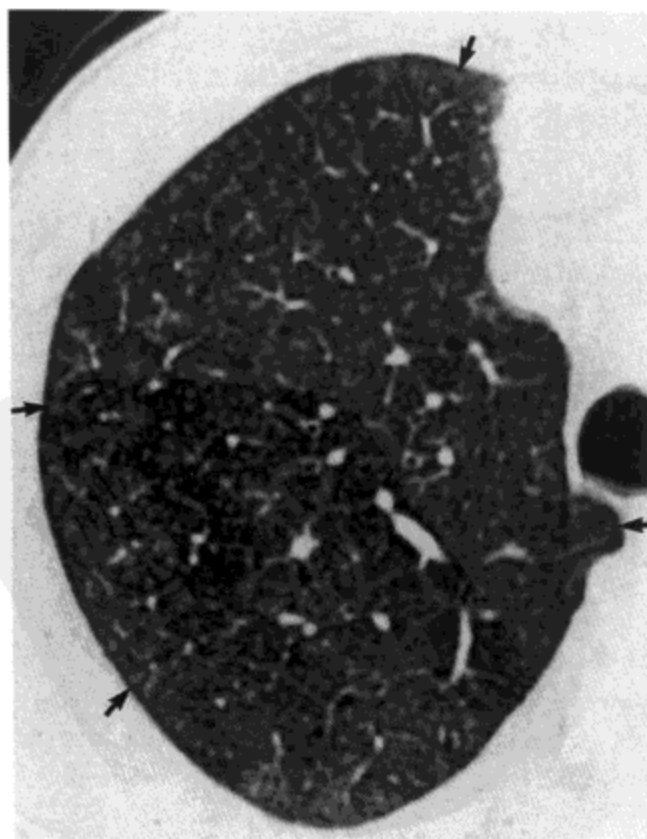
呼吸性细支气管炎。右肺上叶高分辨率 CT 影像示大量边界模糊的小叶中心性结节 (箭号)。病人为一 49 岁的男性 (感谢法国 Calmette 医院 Martine Remy-Jardin 医生提供病例。)
